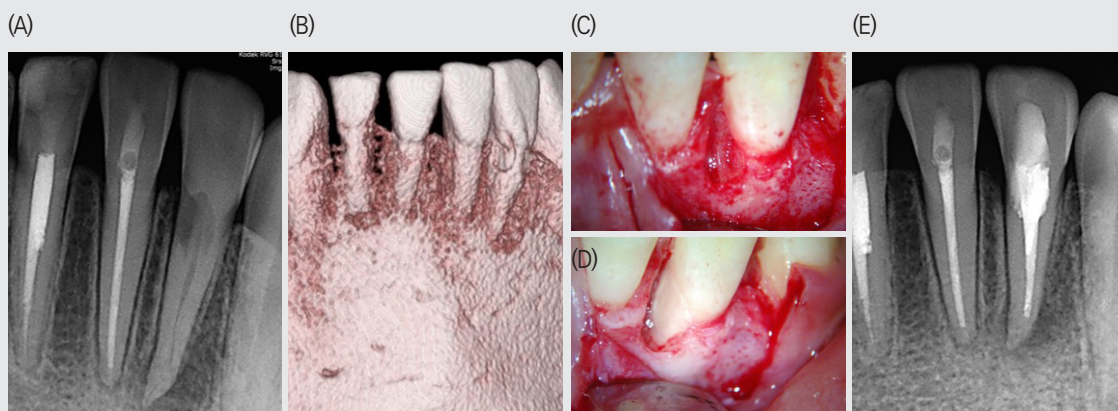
CBCT를 이용하여 하악 측절치에서 외상으로 인한 외흡수를 진단하고 치료한 증례
